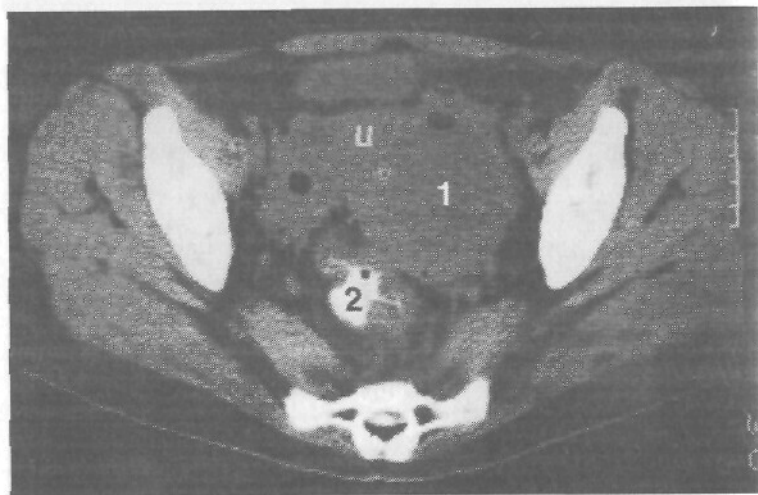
Угроза формирования придатково-кишечного свища. Томограмма.
